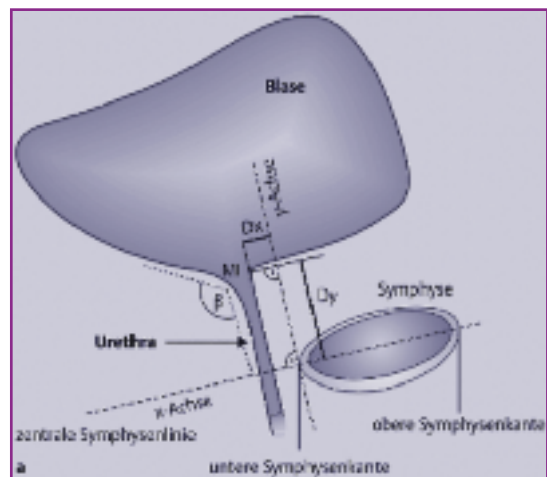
Perinealsonografische Bestimmung der Urethramobilität.
